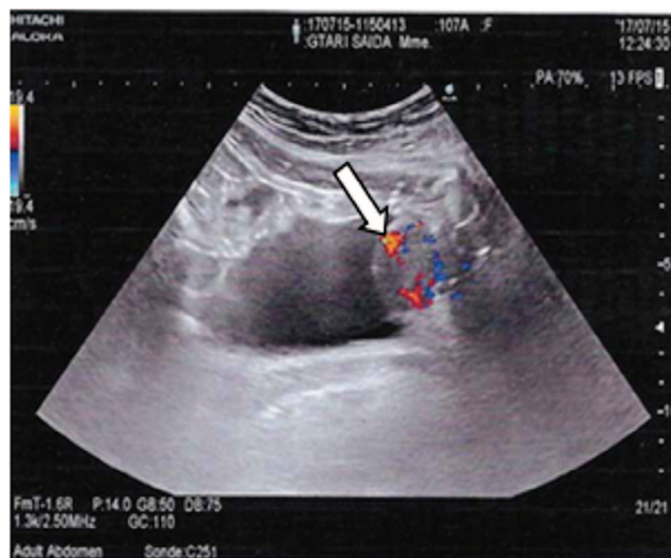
УЗИ мочевого пузыря
